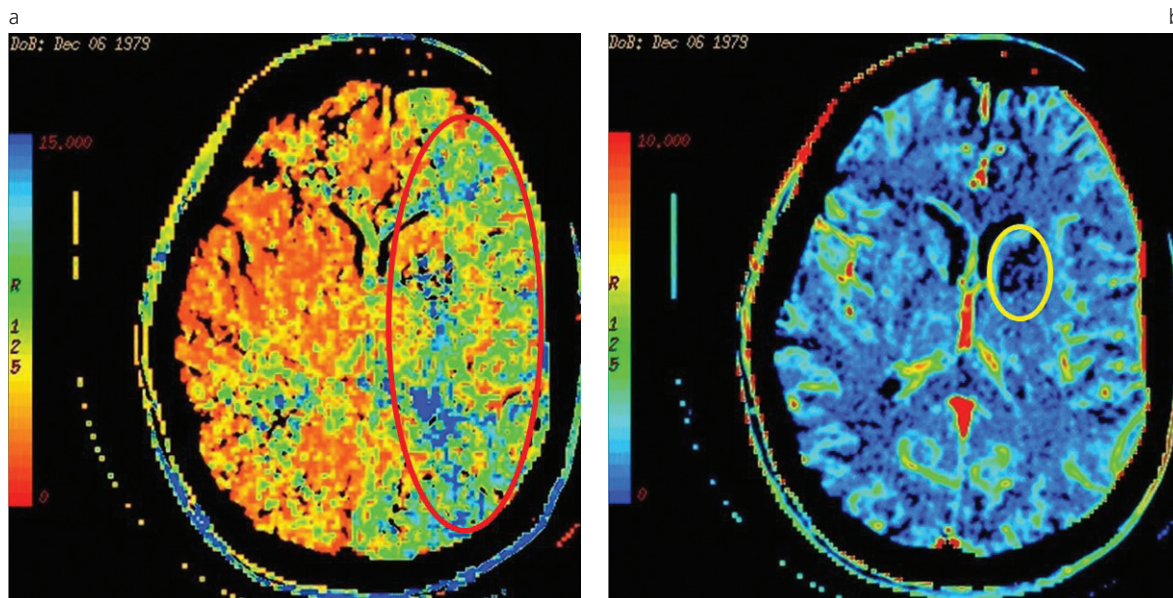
Paciente de sexo femenino de 30 años, sin antecedentes, con episodio de hemiparesia braquio-crural derecha y afasia de menos de 3 horas de inicio. PERFUSIÓN TC. CARTOGRAFÍAS (a) Tiempo Medio de Tránsito (b) Volumen Sanguíneo cerebral relativo. Muestran área de penumbra (línea roja) con mínimo tejido necrótico (línea amarilla). Se realizó trombolisis con buena evolución clínica.
